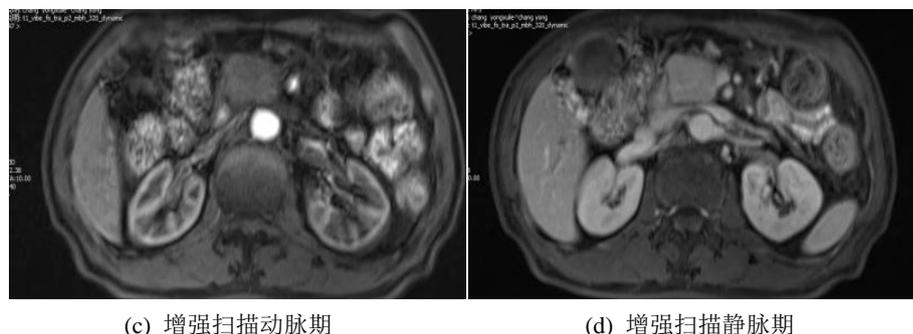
Pancreatic MRI figure
